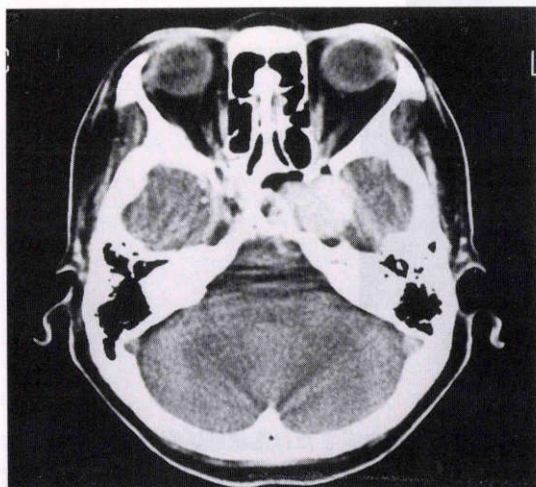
症例6のCT scan. 左海綿静脈洞部に境界鮮明で円形の高吸収域を認める。
